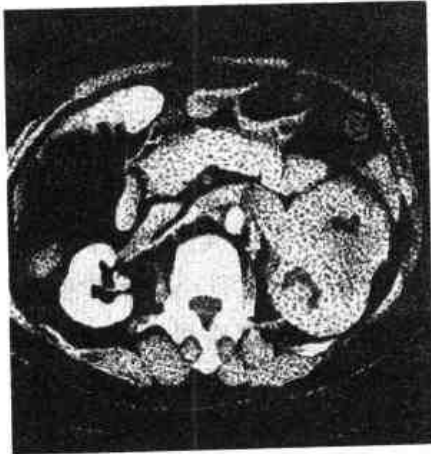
左肾癌 CT 所见,癌已侵入肾静脉内,右肾正常
